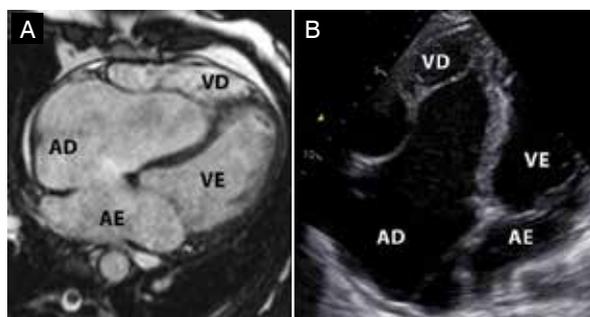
Paciente de 45 anos, Anomalia de Ebstein, imagens de RM (A) e Eco (B) do mesmo paciente, cortes em quatro câmaras demonstrando a inserção apical do folheto septal tricúspide, com atrialização parcial da cavidade ventricular direita. Há também uma ampla CIA.
